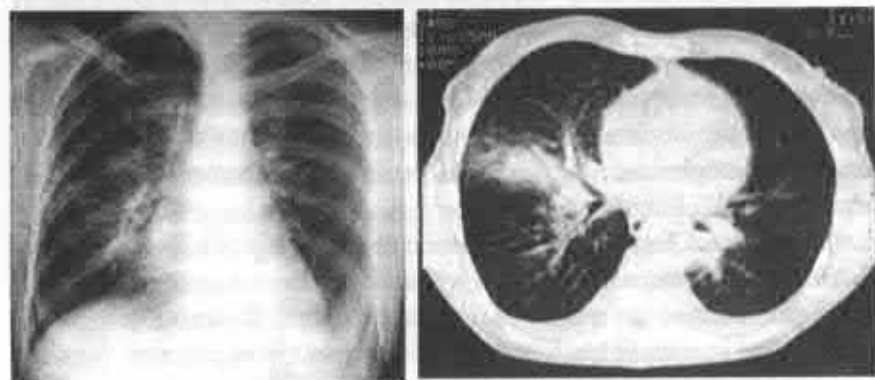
A – radiografia cutiei toracice de ansamblu: tablou radiologic normal. B – CT efectuată în aceeași zi: proces infiltrativ masiv.
